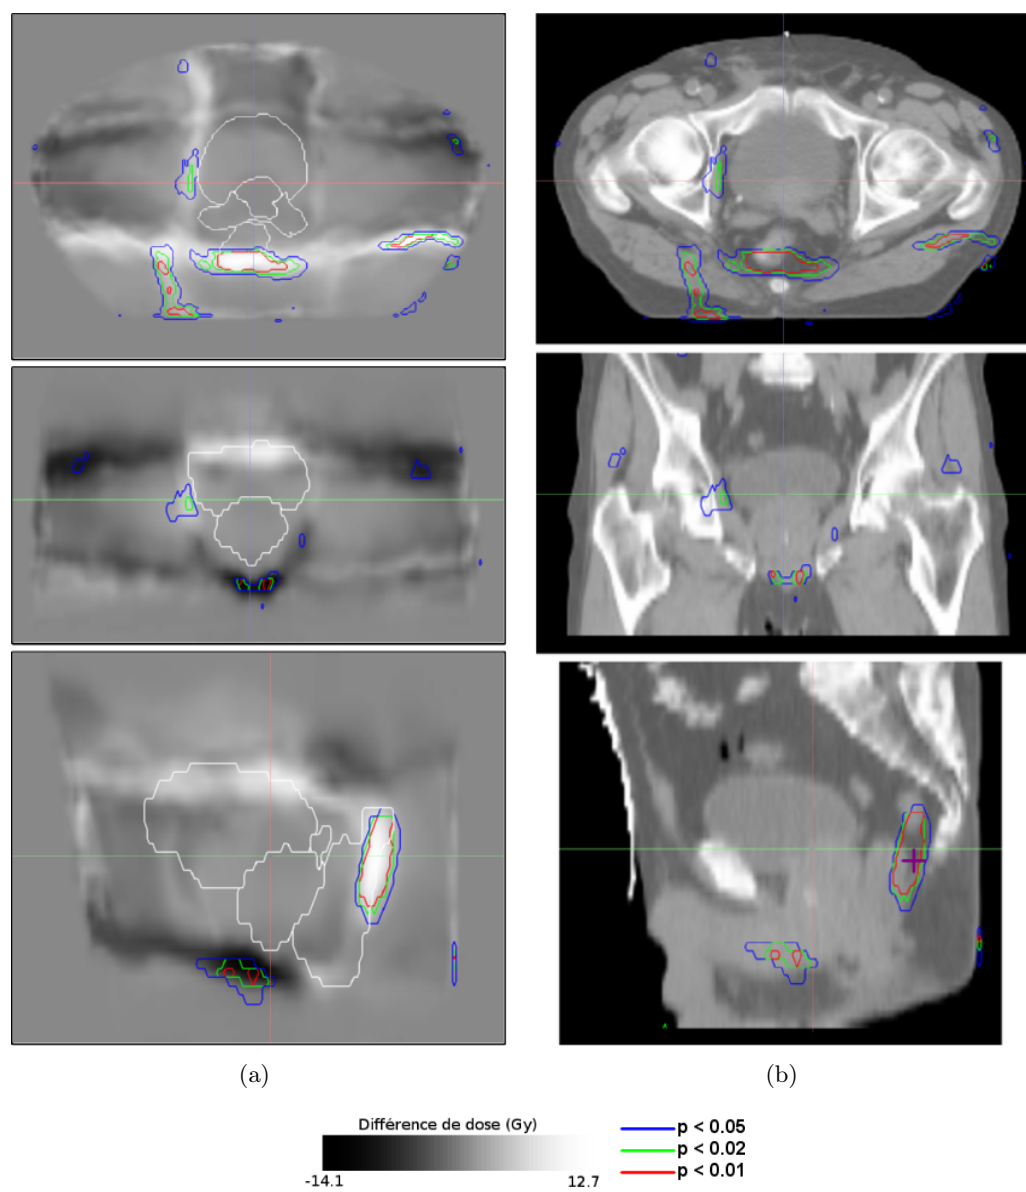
(a) Carte de différences de doses entre les patient SR et les patients AR du groupe IV de l'hôpital A. (b) TDM du patient modèle. Les régions de différences de dose significatives ($p < 0.05$, 0.02 et 0.01) sont représentées en couleur.
